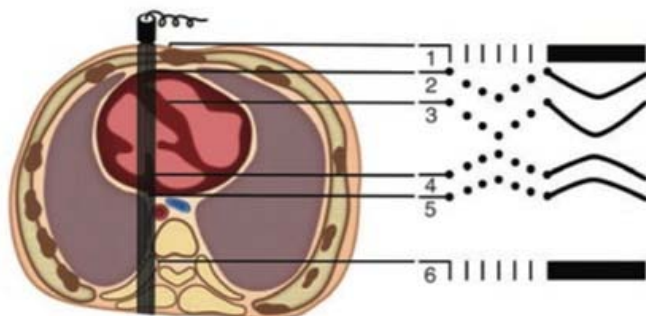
■ M-mode. Representação ecográfica dos movimentos cardíacos. O transdutor está colocado à direita do esterno, entre duas costelas. O feixe ultrassônico atravessa as estruturas subjacentes que fornecem os ecos representados à direita: (1) complexo sonda-parede anterior do tórax; (2) parede anterior do coração (face externa); (3) parede anterior do coração (face interna); (4) parede posterior do coração (face interna); (5) parede posterior do coração (face externa) e (6) parede posterior do tórax. A posição dos ecos 1 e 6 não varia praticamente com o tempo, e a dos ecos 2, 3, 4 e 5 depende do movimento das paredes cardíacas. (Adaptada de Levi S. Diagnostic par Ultrasons en Gynécologie et en Obstétrique, Paris, Masson, 1972.)
